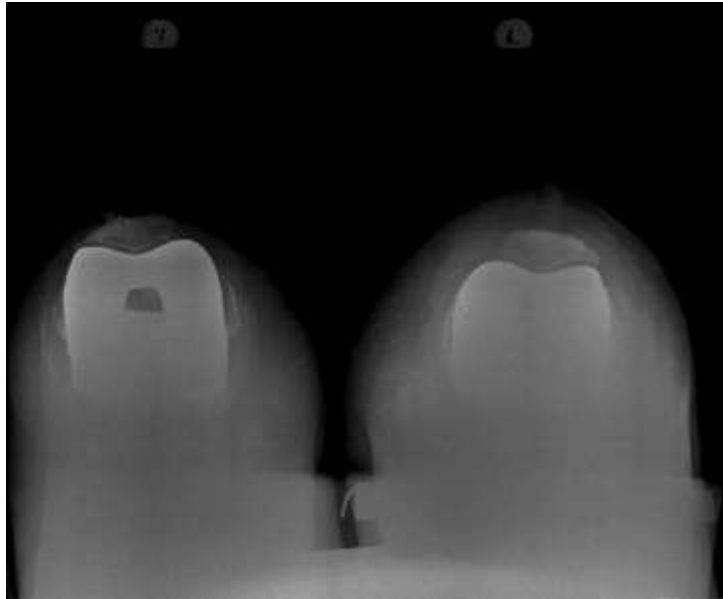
Аксиальные рентгенограммы коленных суставов пациентки Д. 65 лет. Корректная наружная ротация бедренного компонента эндопротеза.
